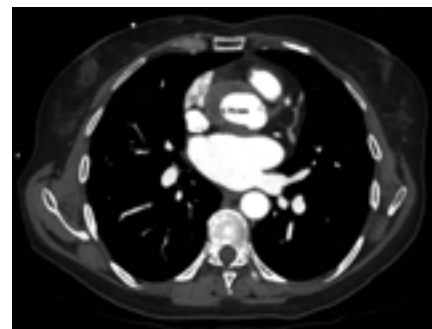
massa fibrotica peri-aortica, inizialmente interpretata come dissezione aortica alla tomografia computerizzata.
